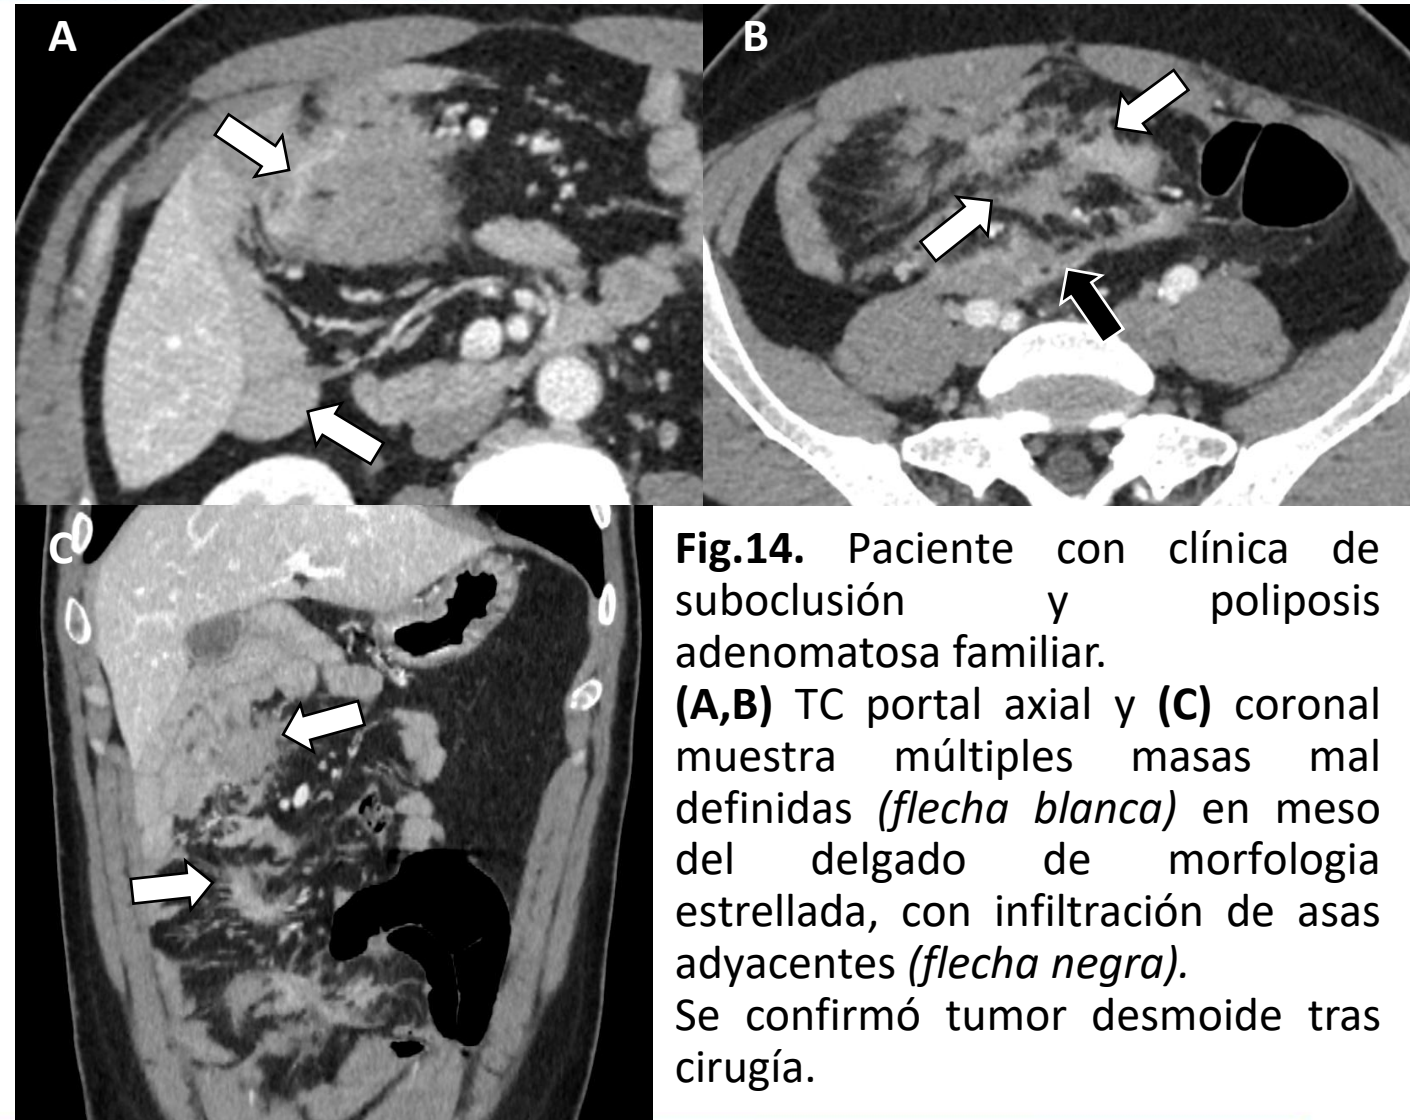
Paciente con clínica de suboclusión y poliposis adenomatosa familiar. (A,B) TC portal axial y (C) coronal muestra múltiples masas mal definidas (*flecha blanca*) en meso del delgado de morfología estrellada, con infiltración de asas adyacentes (*flecha negra*). Se confirmó tumor desmoide tras cirugía.
